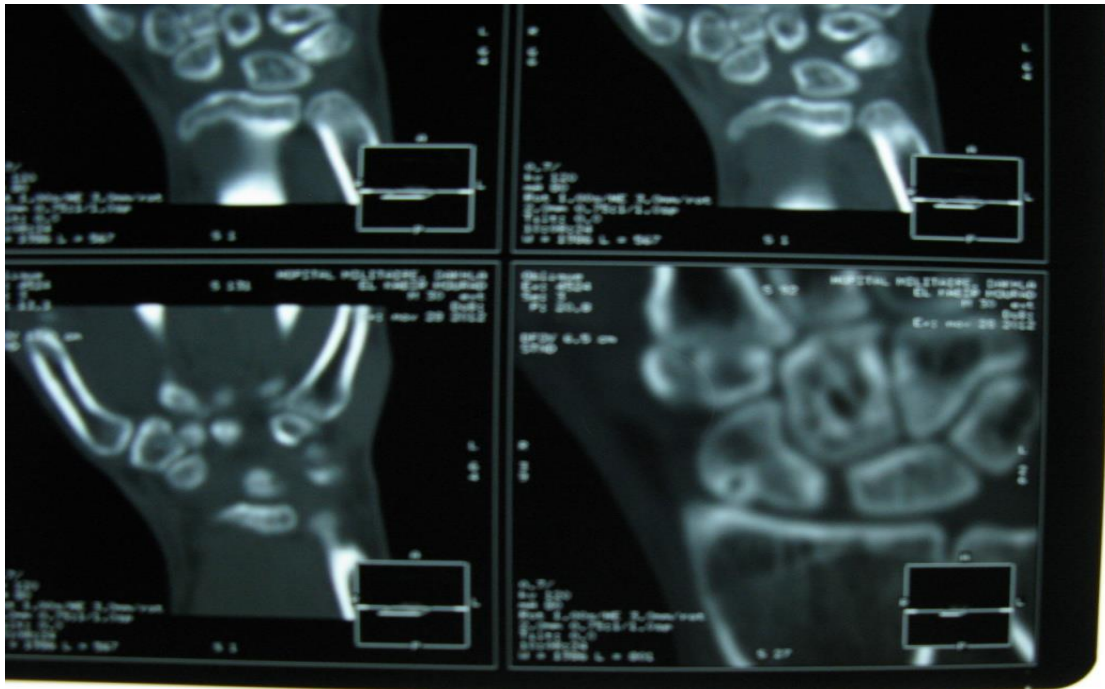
TDM du poignet gauche montrant une petite image lacunaire corticale au niveau de la face supéro-latérale de l'os scaphoïde avec condensation périphérique
